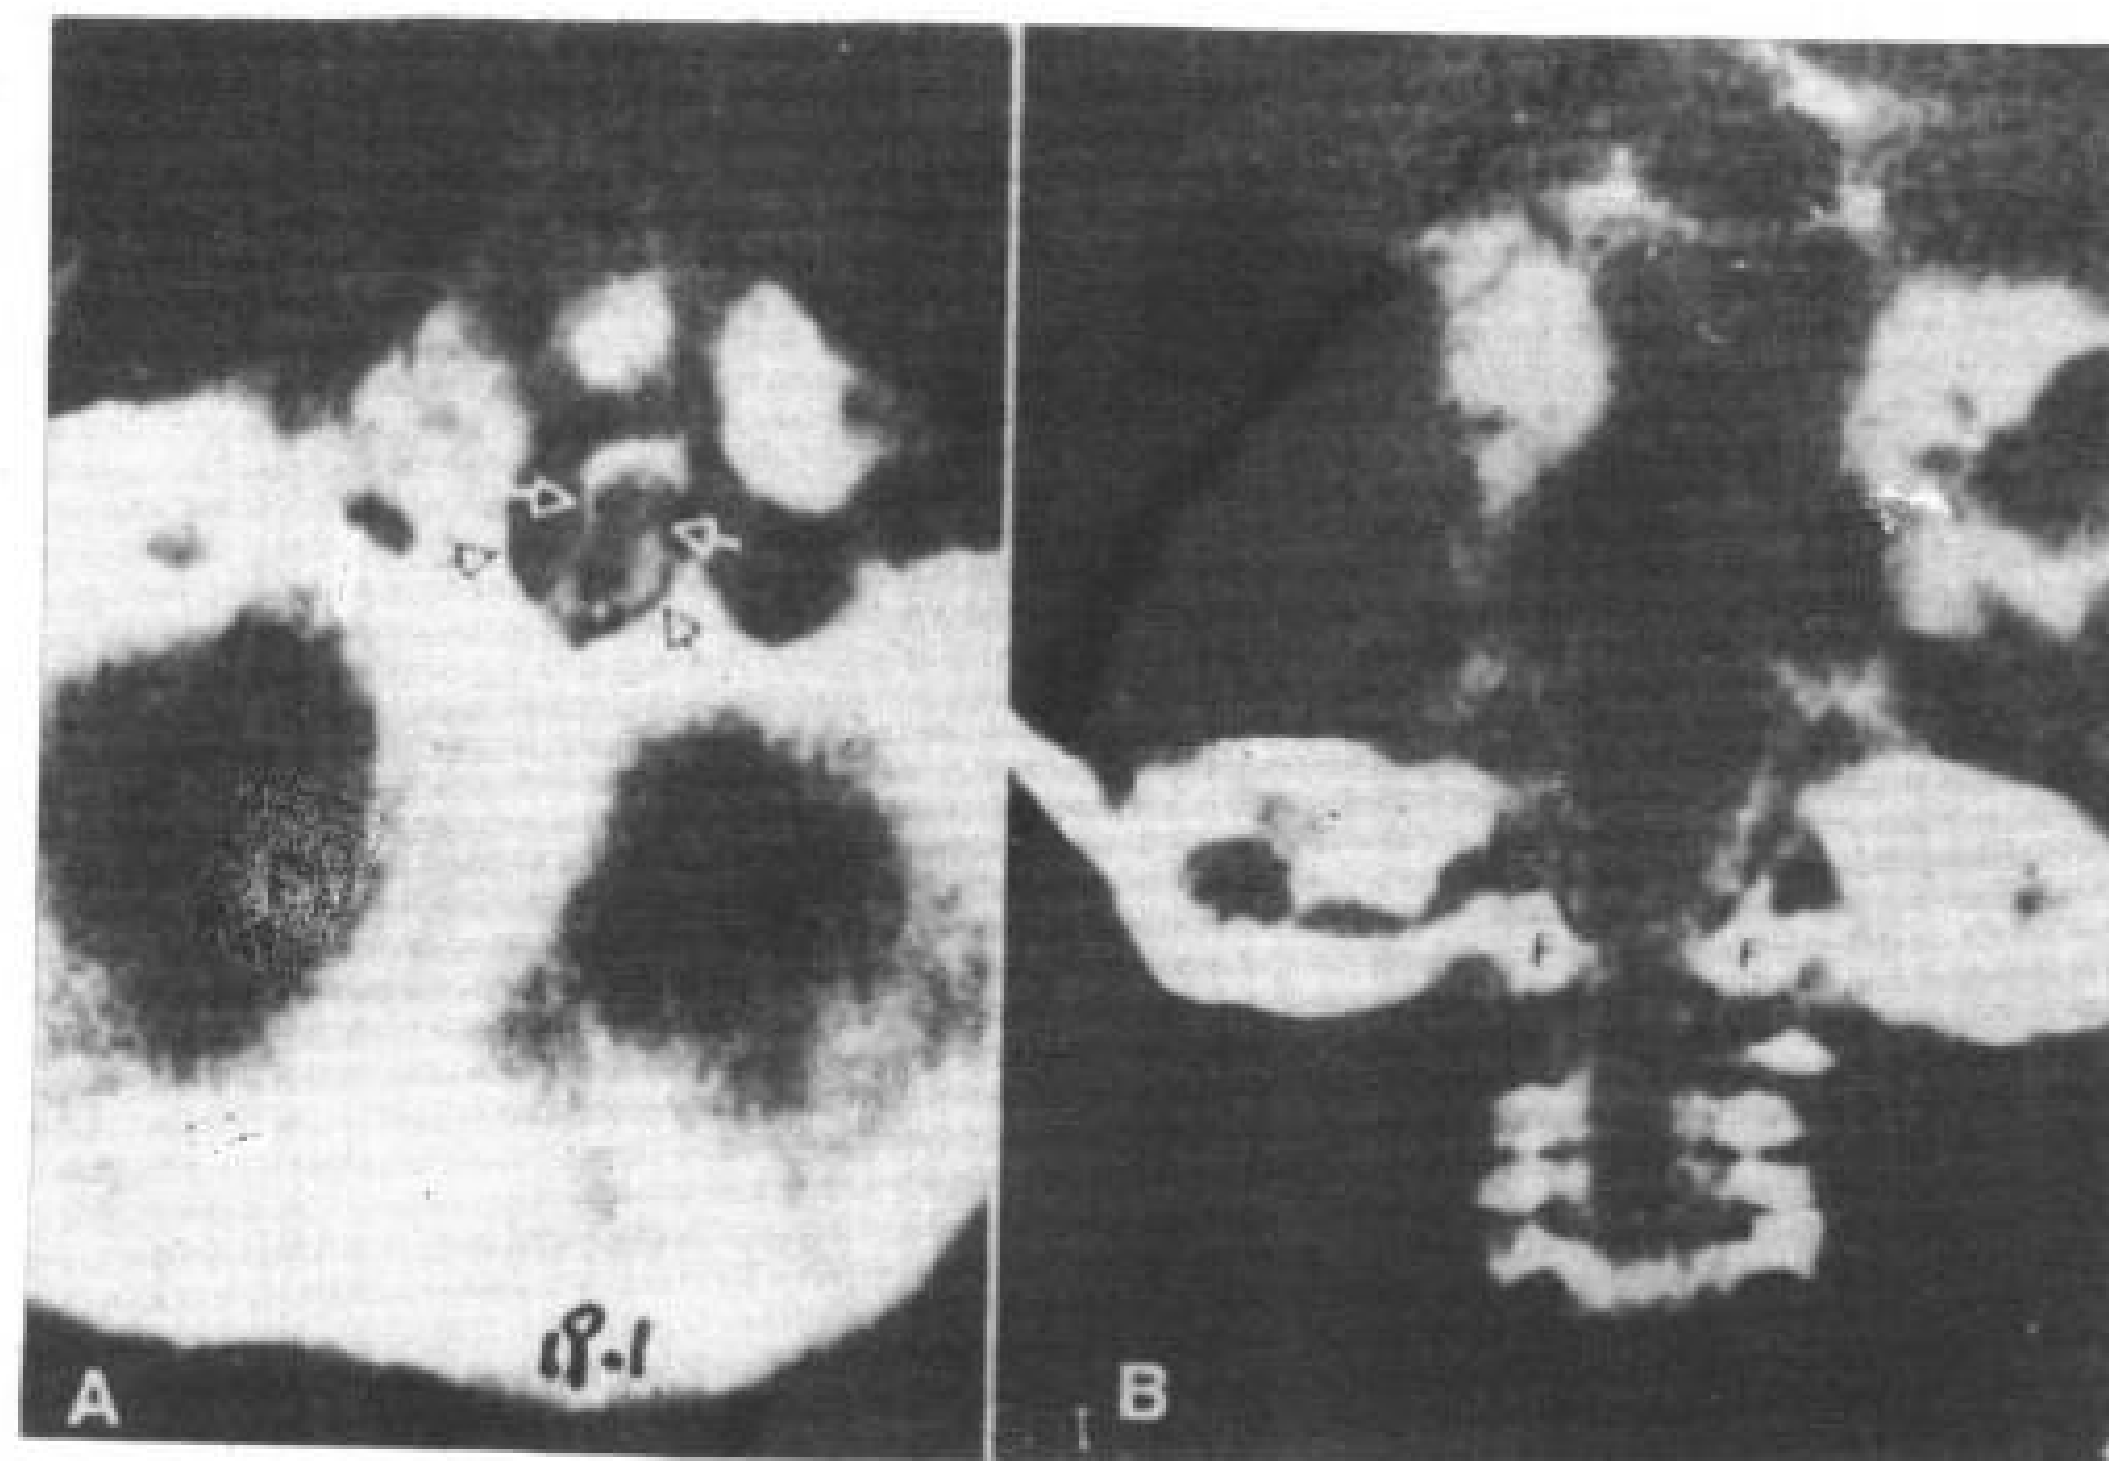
1 纯合子软骨不发育, 2 岁, 女孩。增强脊髓 CT。
